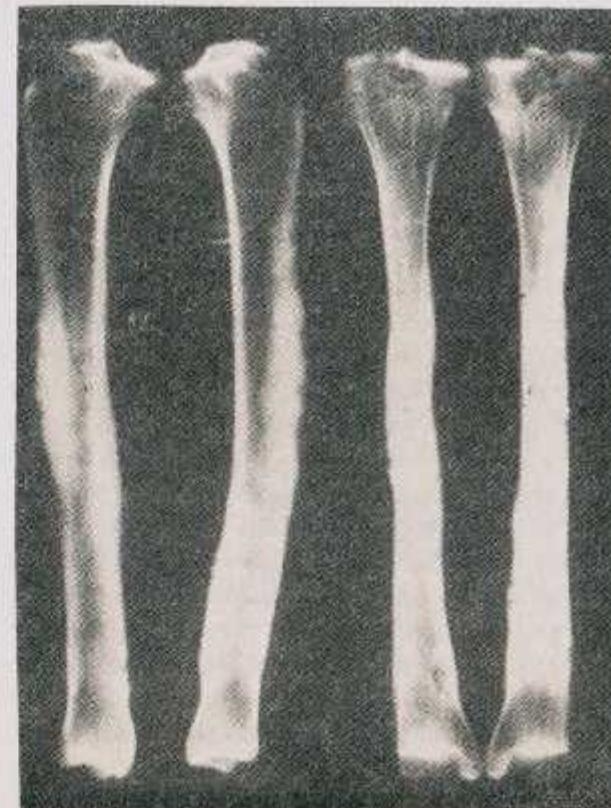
Par tibial. Radiografías de frente y lateral.
